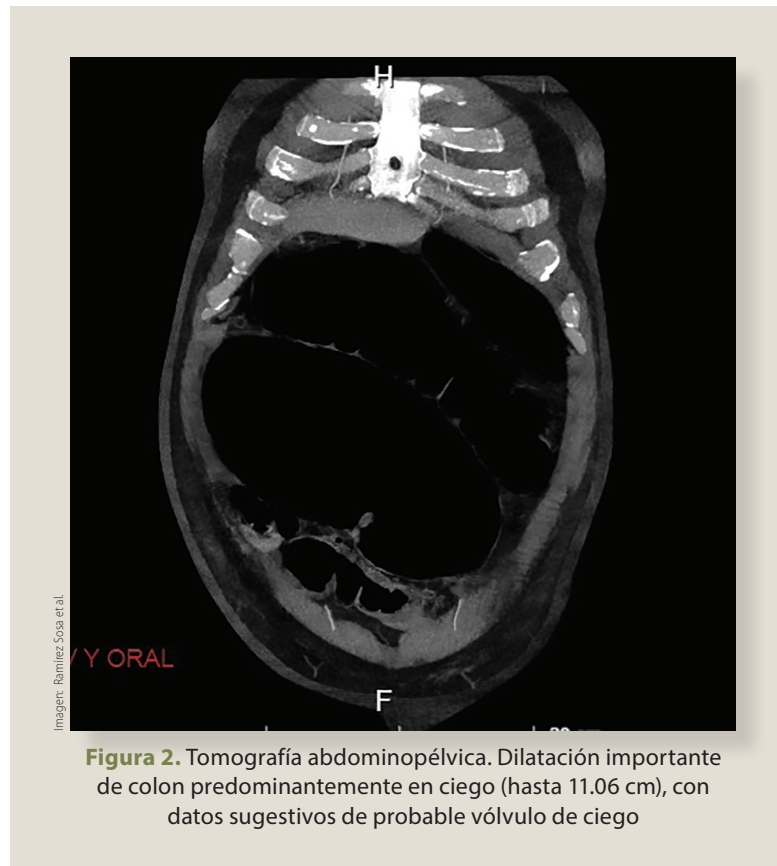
Tomografía abdominopélvica. Dilatación importante de colon predominantemente en ciego (hasta 11.06 cm), con datos sugestivos de probable vólvulo de ciego
